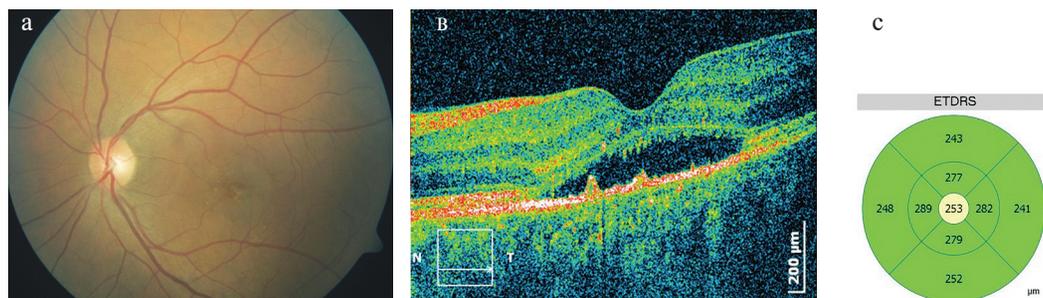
Глазное дно (а) и оптическая когерентная томограмма сетчатки (в, с) пациента с хронической центральной серозной хориоретинопатией до лечения
